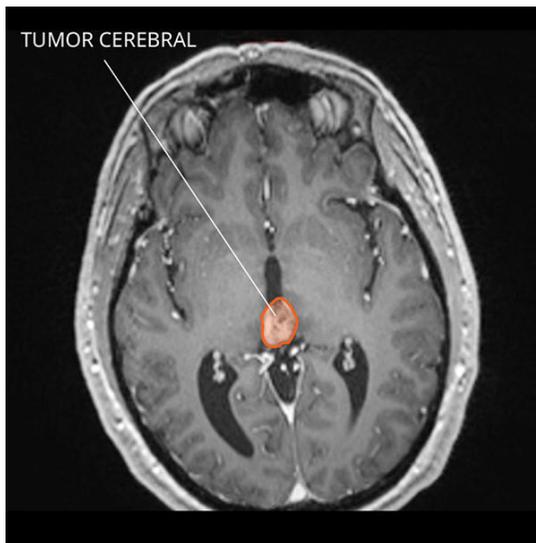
Imagen por resonancia magnética (IRM) de un tumor de la región pineal en el cerebro.
